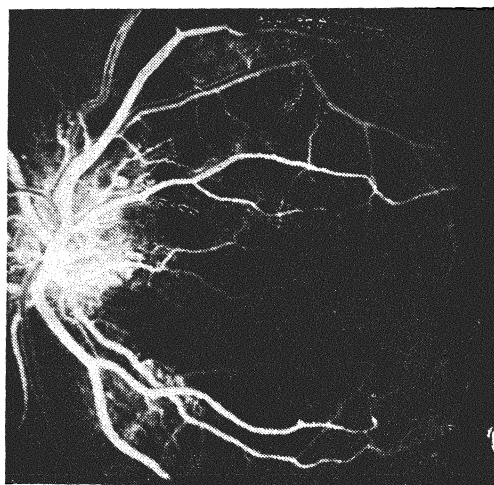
Флюоресцентная ангиография позволяет обнаружить зоны, свободные от перфузии, микроаневризмы, неравномерно расширенные капилляры и подтекание флюоресцеина из сосудов.
